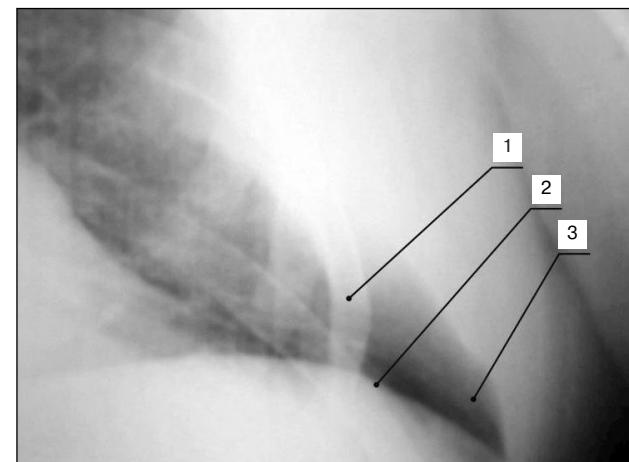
Прицельная рентгенограмма нижних отделов левой половины грудной клетки в прямой проекции на выдохе.
